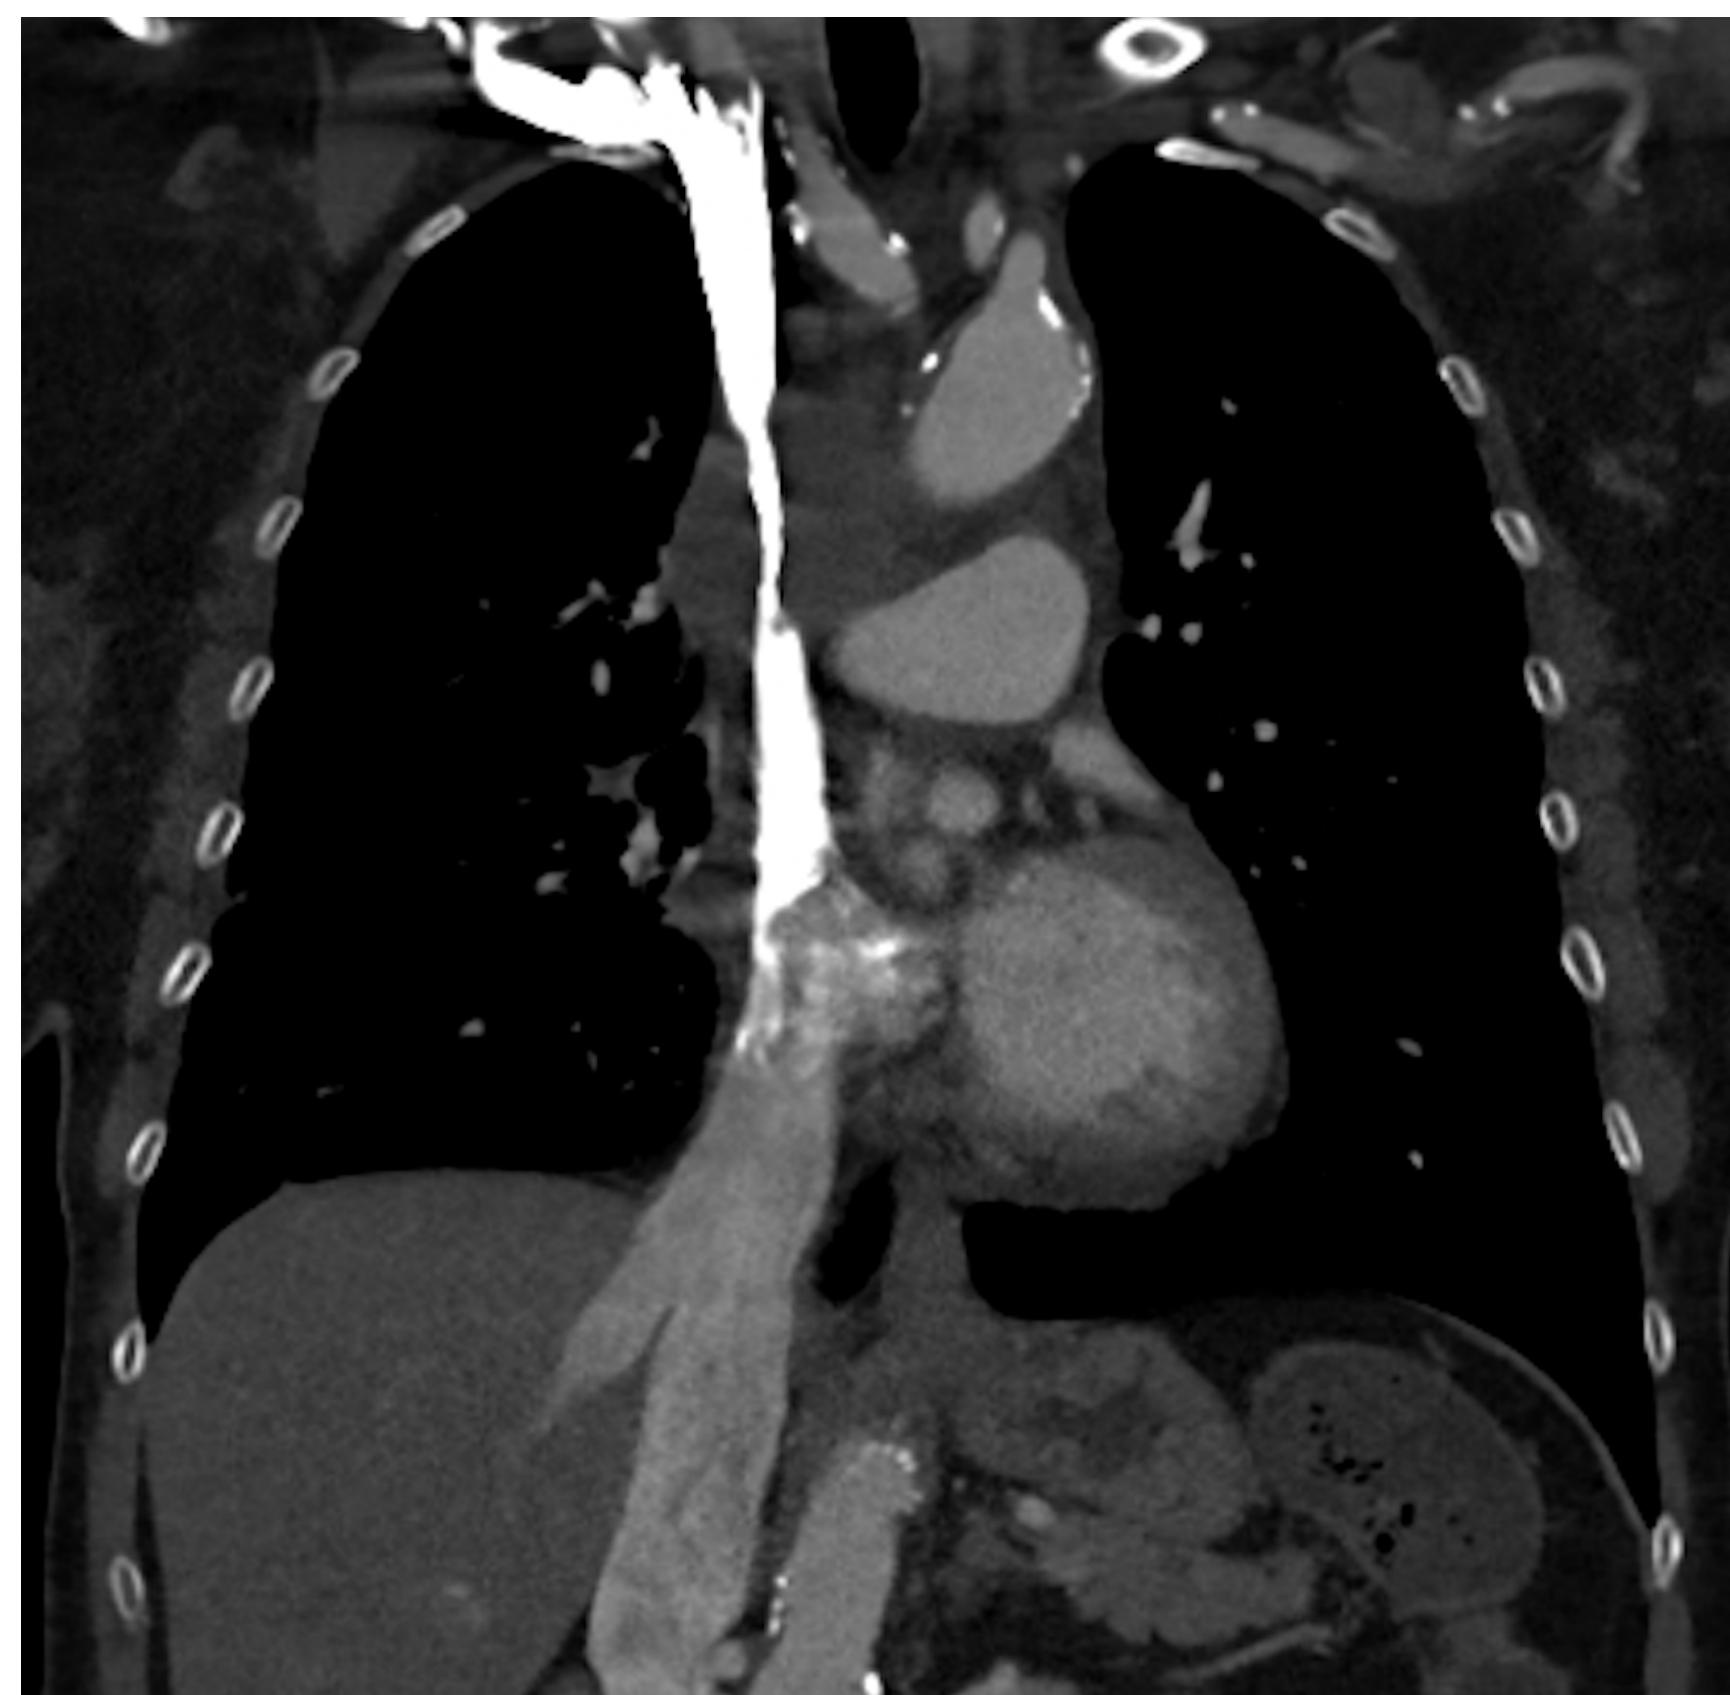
coupe coronale de TDM injecté démontrant une sténose sévère de la VCS secondaire à un envahissement néoplasique
